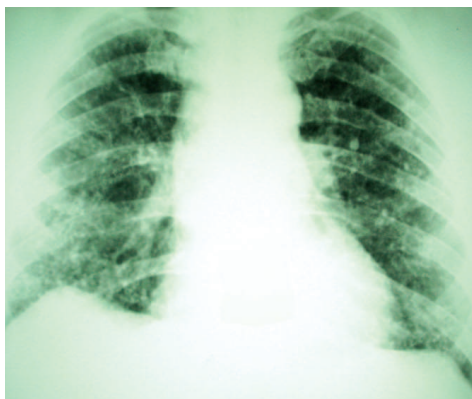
Рентгенограмма ОГК того же больного 2008 г.
